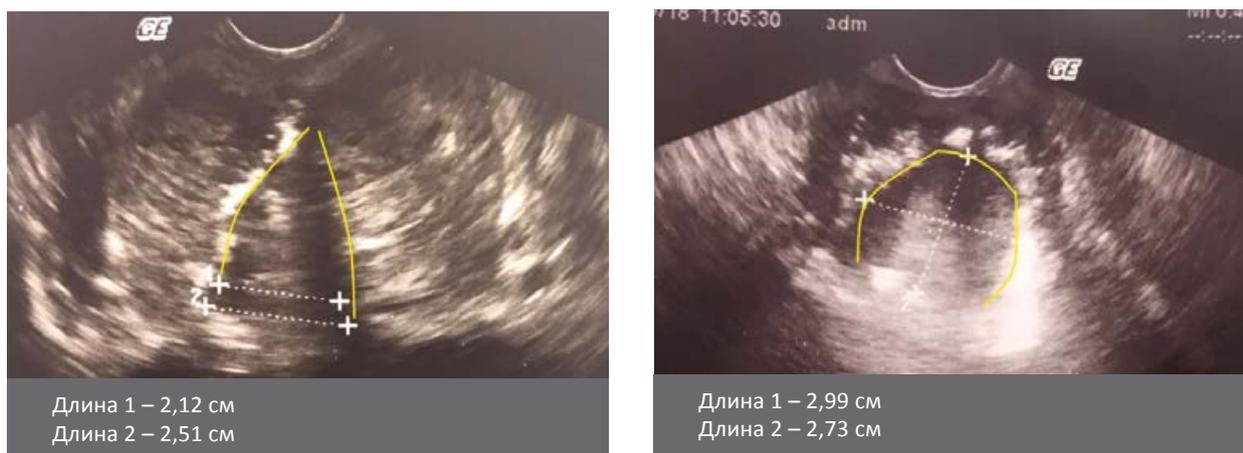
ТРУЗИ-картина формирующегося в ходе трансуретральной резекции простаты ТУР-дефекта (границы дефекта отмечены желтым).
